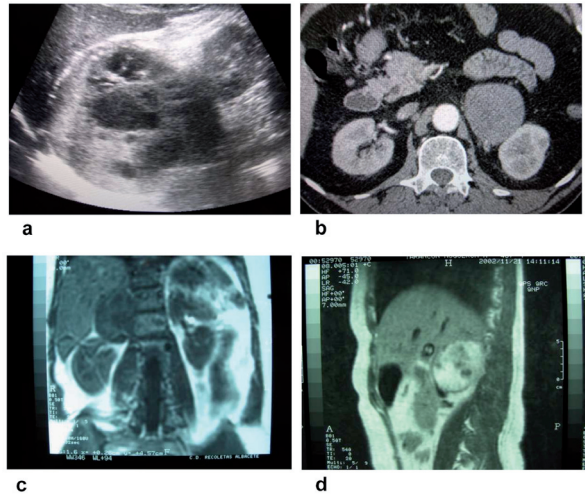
Ecografía de feocromocitoma derecho (a). TAC en feocromocitoma izquierdo (b). RNM en T1 (c) y T2 con alta señal de intensidad (d).
